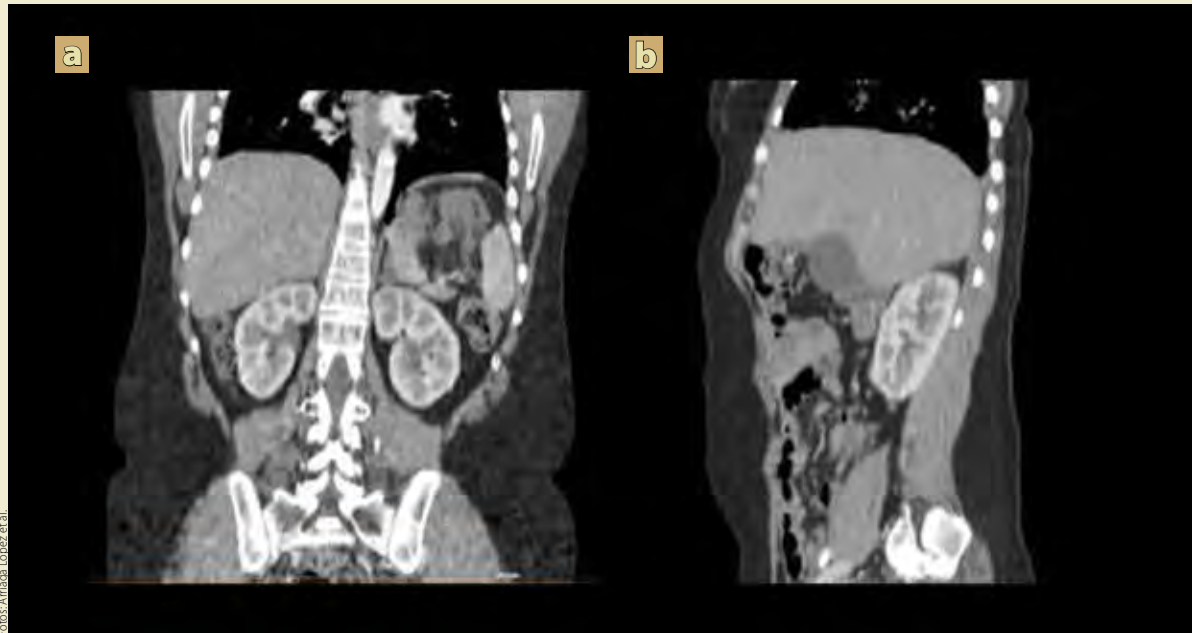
Tomografía abdominal contrastada de control en reformato coronal (a) y sagital (b) post segmentectomía hepática con parénquima hepático homogéneo sin evidencia de nódulos sólidos o quísticos.
